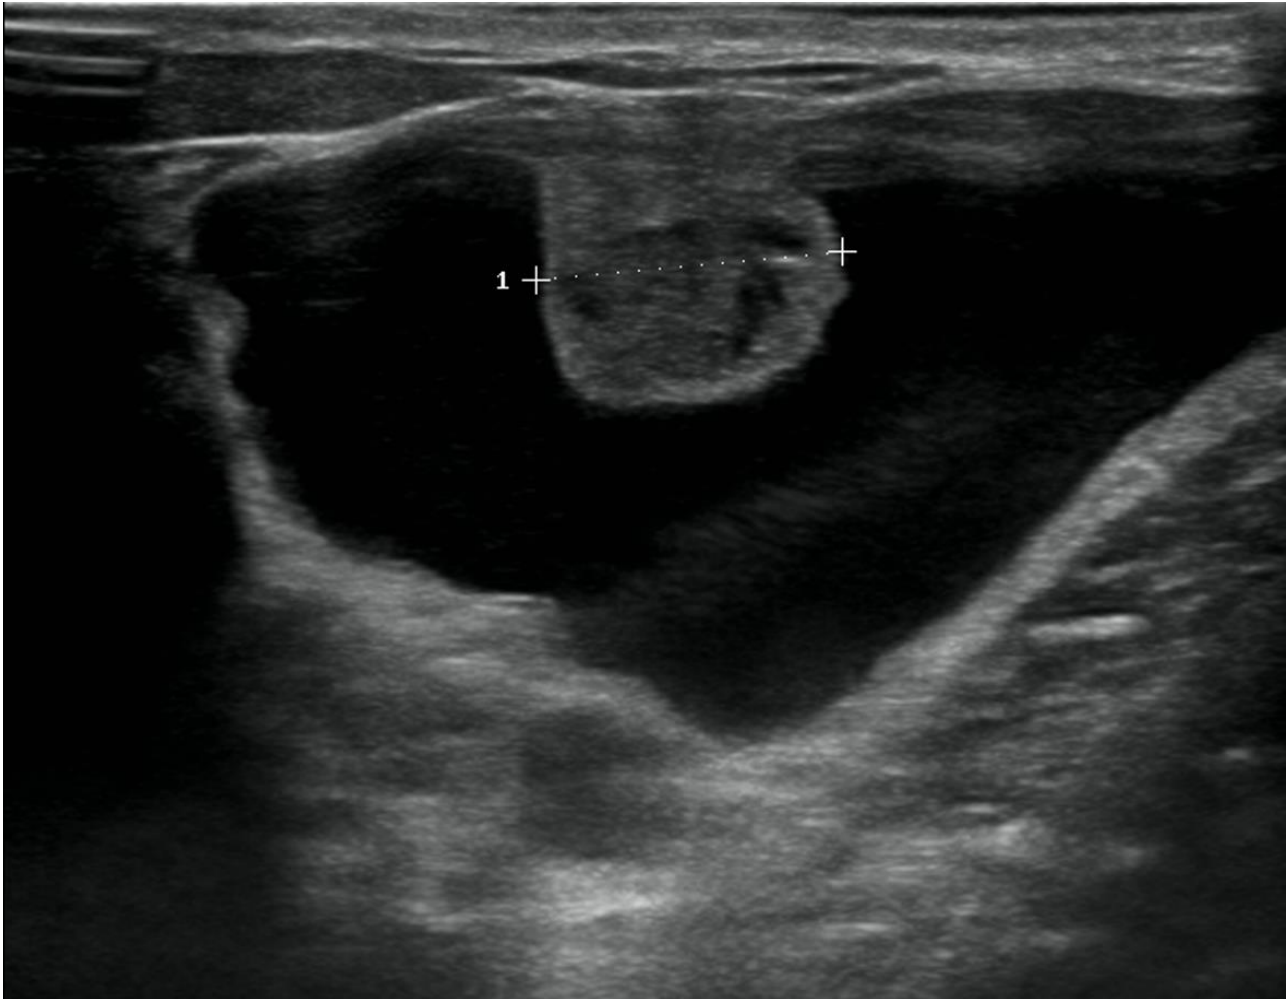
Aspecto típico de una lesión papilar (papiloma) en ecografía: Nódulo hipoeoico, ovalado y con márgenes circunscritos en el seno de una prominente dilatación ductal. Se realizó BAG con resultado de lesión papilar con HDA asociada. Por tanto, la lesión fue sometida a BAVe obteniendo el mismo diagnóstico anatomopatológico y una resección completa de la misma. No se ha observado recidiva en los 5 años de seguimiento posterior.
